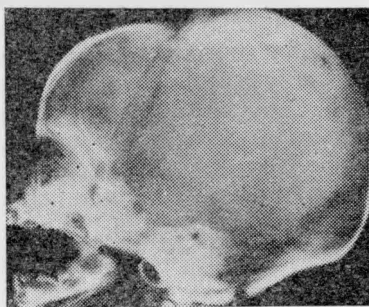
Боковая рентгенограмма черепа новорожденного. Теменные кости выстоят над краями лобной и затылочной. Видна полоса просветления в месте разделения затылочной кости на чешую и основную часть
